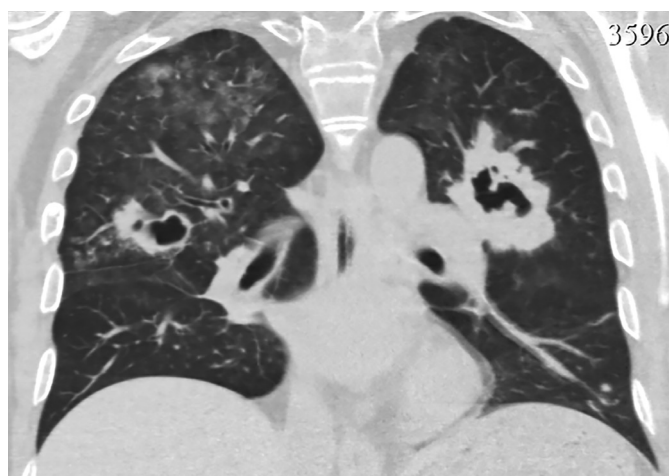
Контроль КТ грудной клетки через 5 дней после операции: в обоих легких множественные шаровидные образования с абсцедированием до 4,2 см. Рассеянные очаговые образования в обоих легких до 10 мм. В S9,10 левого легкого пневмоническая инфильтрация.
